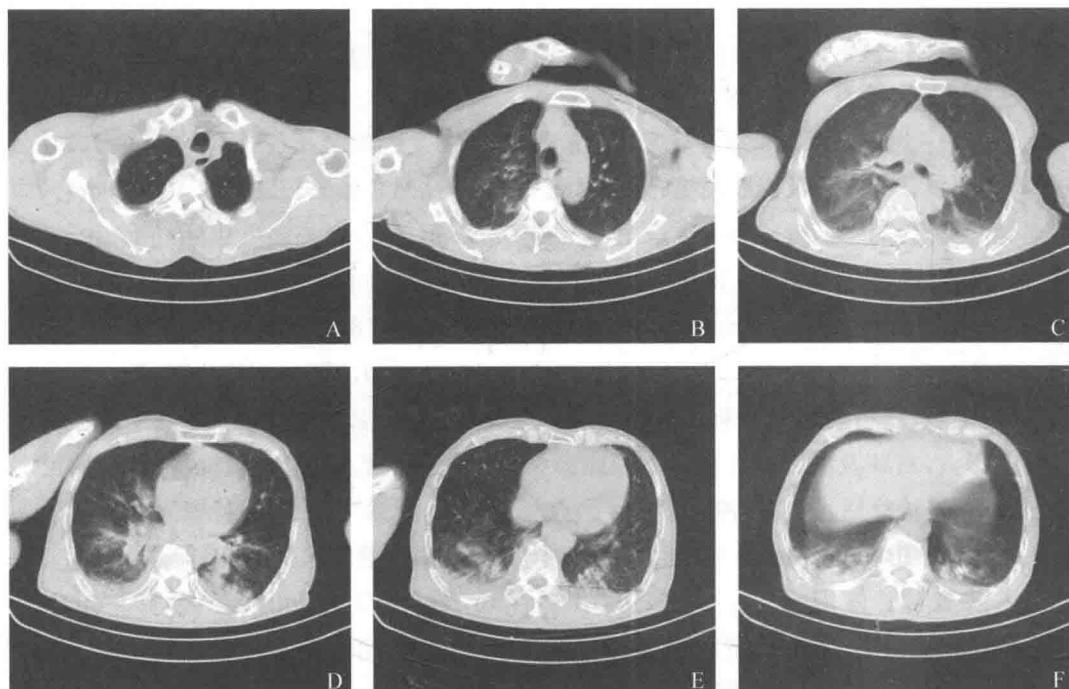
入院时胸部CT扫描显示:两侧肺门影大,右肺及左肺下叶大片状模糊影,考虑炎症可能,两侧胸腔积液
